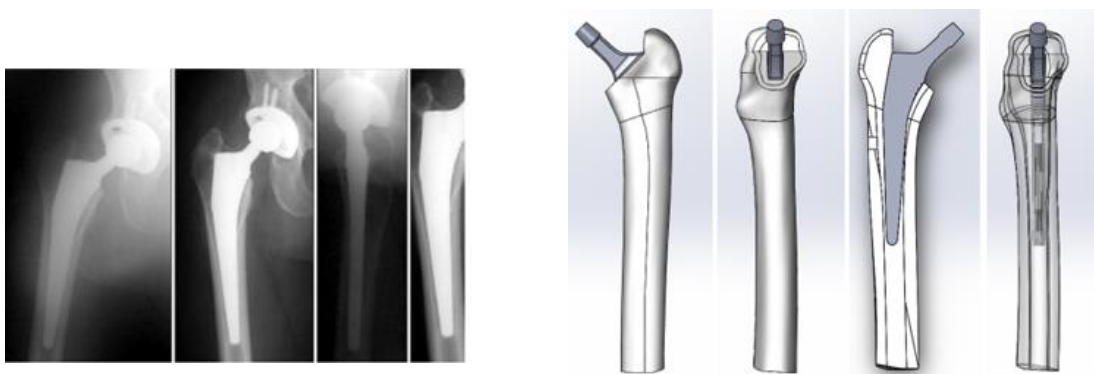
Radiografia e Implantação da haste Corail no fêmur.
